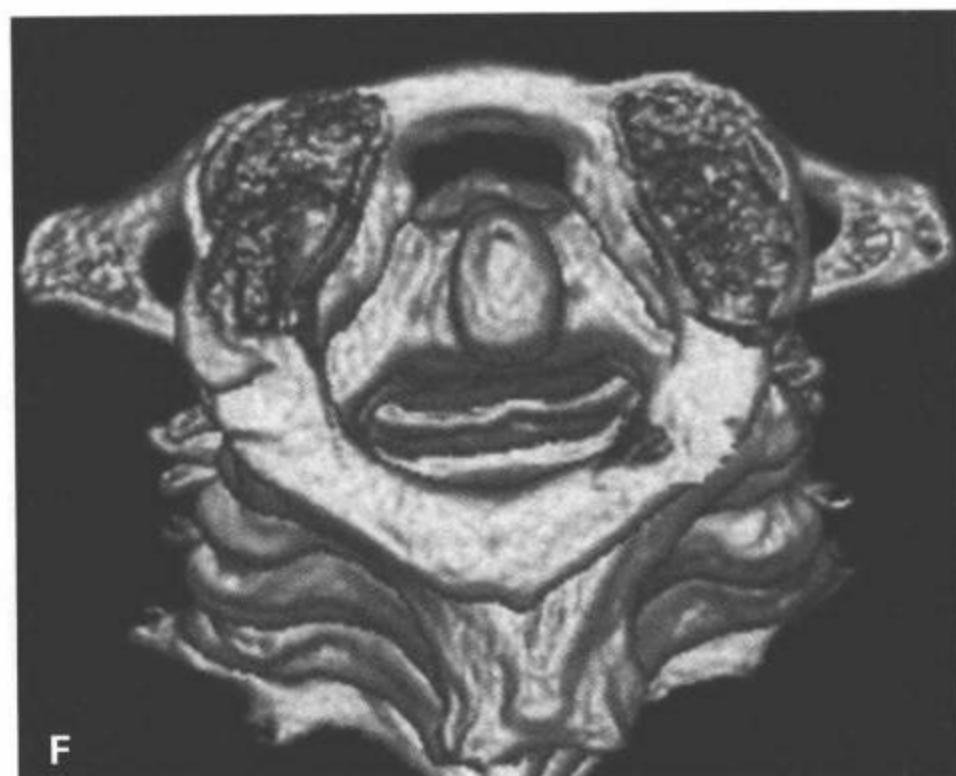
(续) E: CT横断面图像明确C1前移伴AADI增宽。F: CT 3D重组表面再现上面观图像显示C1前移(AADI > 5mm), 无明显旋转。显示椎管中度受累, 其前后径变窄。G: CT 3D重组表面再现前下斜冠状面图像显示C1侧块前移(箭)。H: 一例风湿性关节炎病人的多平面重组矢状面图像显示C1前移伴AADI增宽和棘突椎板线前移。显示特征性的齿突侵蚀及C3/C4椎间隙变窄和终板侵蚀。
